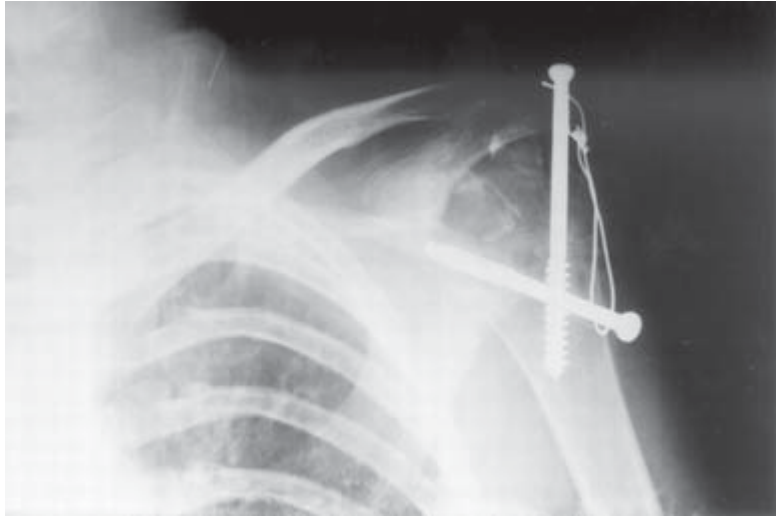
21 yaşında erkek hasta ameliyat öncesi grafisi.
